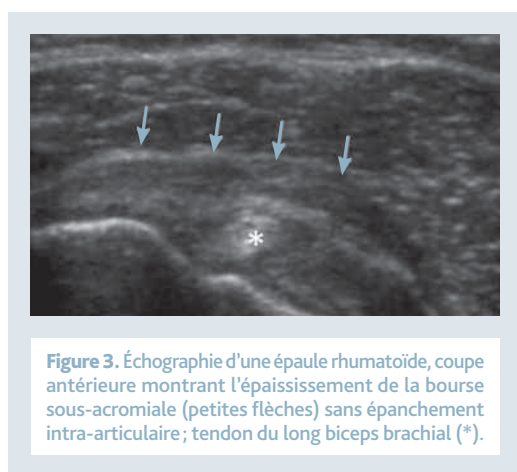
Échographie d'une épaule rhumatoïde, coupe antérieure montrant l'épaississement de la bourse sous-acromiale (petites flèches) sans épanchement intra-articulaire; tendon du long biceps brachial (\*).
